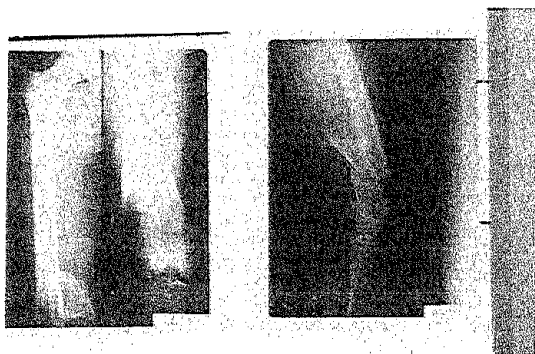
radiographie du fémur
